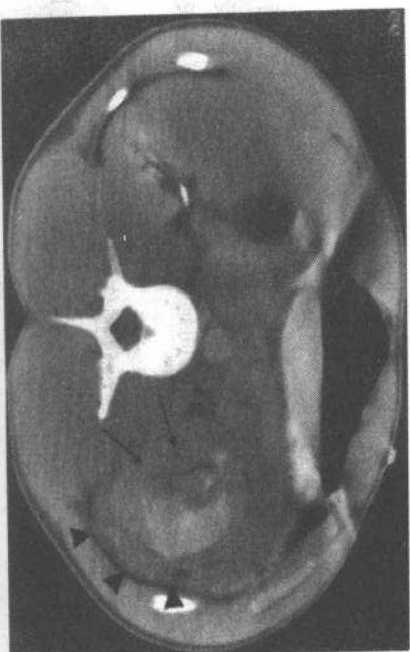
车祸致伤病人 CT 扫描显示肾周血肿。有部分功能正常的肾实质存在, 同时有部分功能减低的病变区(血肿和/或挫伤, 箭), 左肾周围血肿(箭头)。右肾正常
